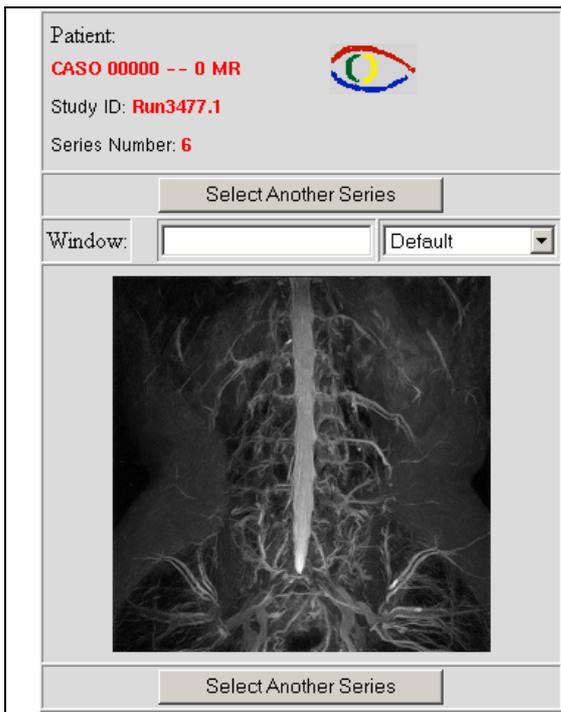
Visualização de uma ressonância magnética.
